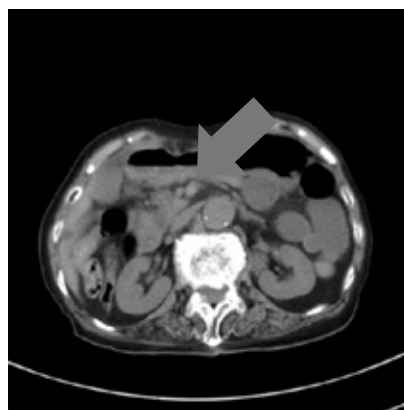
腹部単純CT (Smaller SMV sign)
